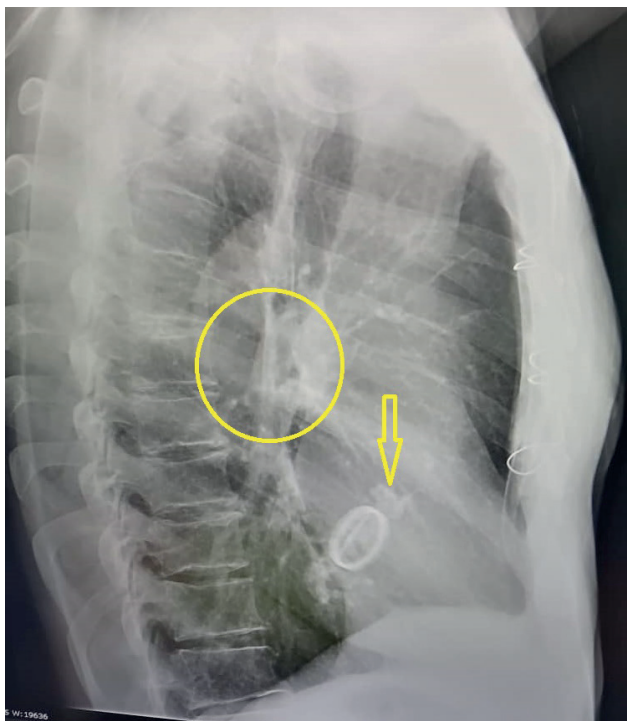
Radiografía de tórax en vista lateral derecha. El círculo amarillo indica el engrosamiento hiliar y la flecha amarilla, la calcificación descrita en la vista posteroanterior
